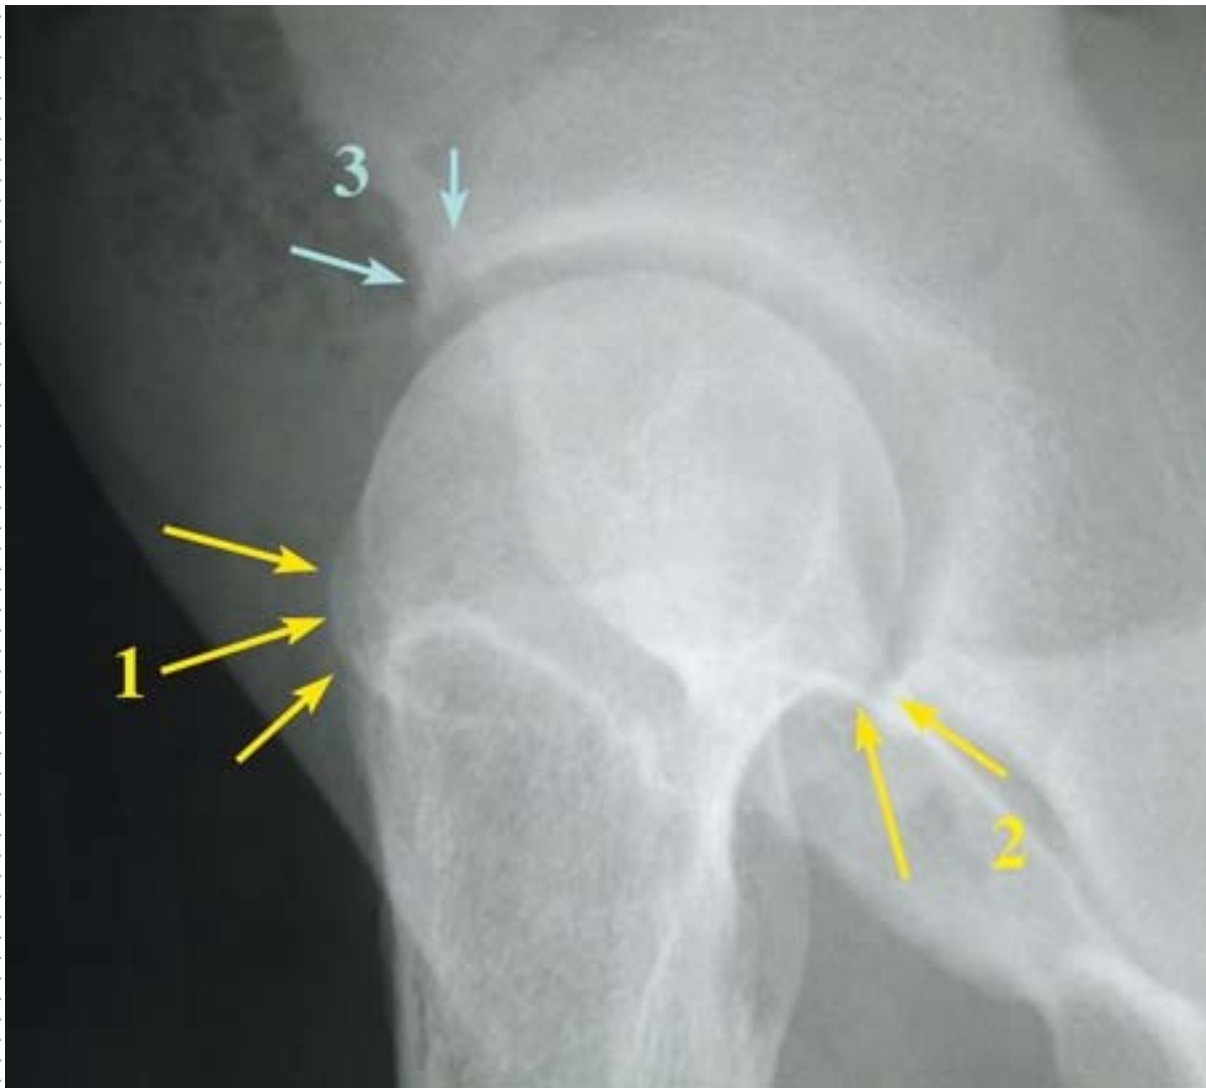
Radiographie de profil. On voit très bien la "bosse" antérieure. On voit aussi un petit pincement postérieur avec un ostéophyte débutant. On distingue (flèche bleue) les petites lésions kystiques de la paroi antérieure du cotyle. Pas de pincement de l'interligne supérieur.
